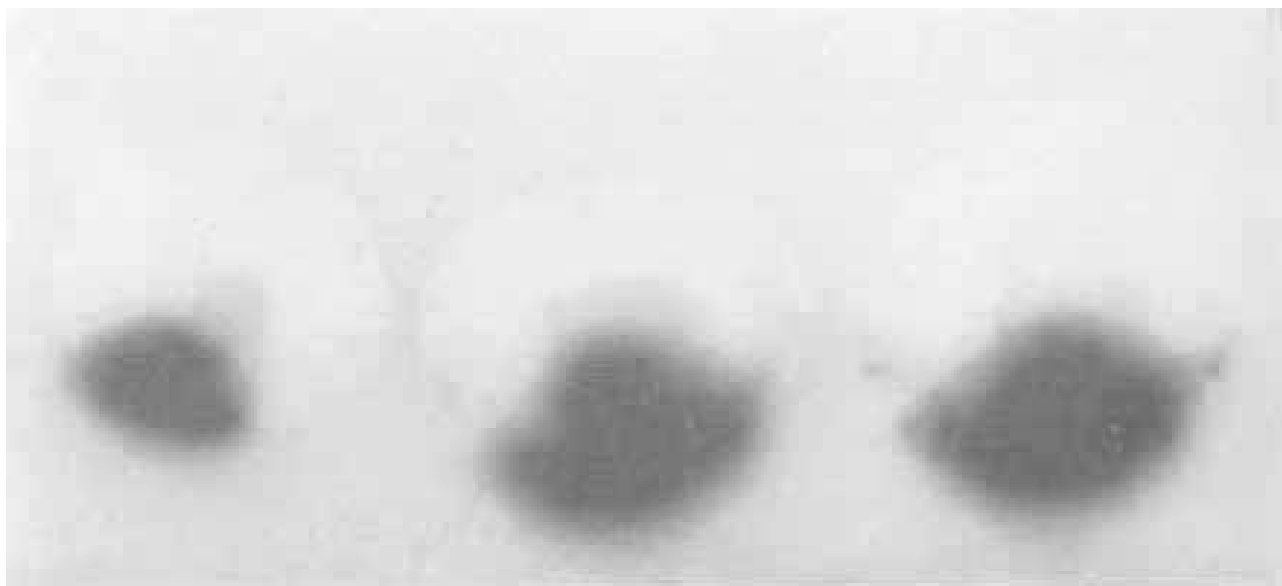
Auto-radiografia de uma fatia do miocárdio. A área em preto (“área quente”) indica o miocárdio perfundido. A área em branco (“área fria”) indica a zona de hipoperfusão (zona em risco).
